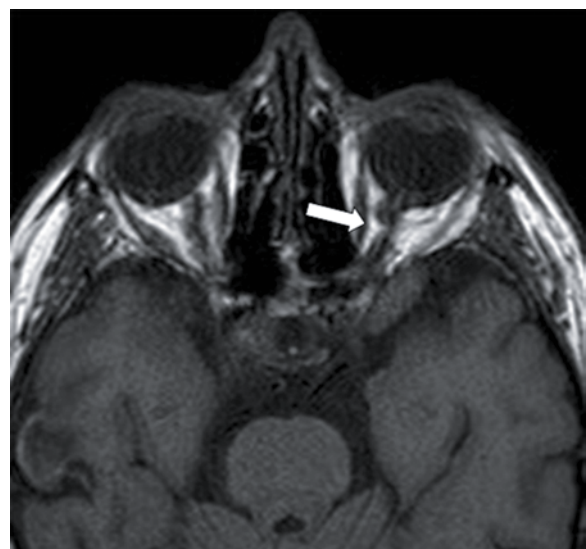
Ressonância magnética evidenciando lesão do nervo óptico esquerdo.
